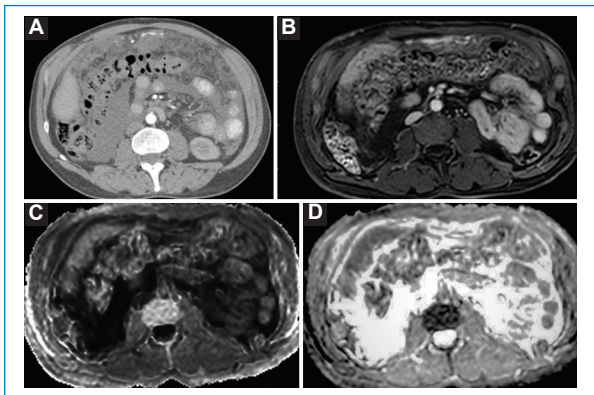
Paciente de 66 años con sospecha de tuberculosis peritoneal. La TC de abdomen y pelvis con contraste intravenoso (A) muestra ascitis, engrosamiento omental y mesentérico con nódulos en el epiplón mayor. La RM con gadolinio (B) evidencia realce omental y mesentérico. Las secuencias de difusión y el mapa ADC (C y D) muestran restricción de las lesiones nodulares omentales del flanco derecho.
